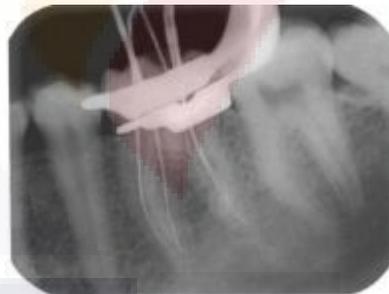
Radiografía periapical que muestra cuatro limas endodónticas introducidas en los conductos radiculares de un primer molar inferior en un esfuerzo por establecer la longitud de trabajo para cada conducto.
